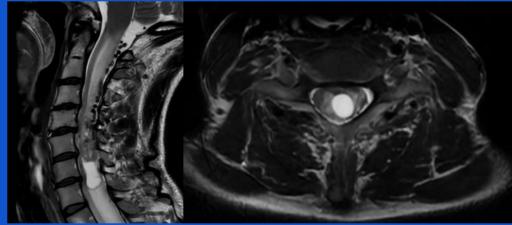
Angioresonancia cervical sagital y axial T2FSE. Formación expansiva heterogénea intramedular localizada entre los niveles C4 a C6, presenta un componente sólido dominante de aproximadamente 28 mm y un componente quístico.
